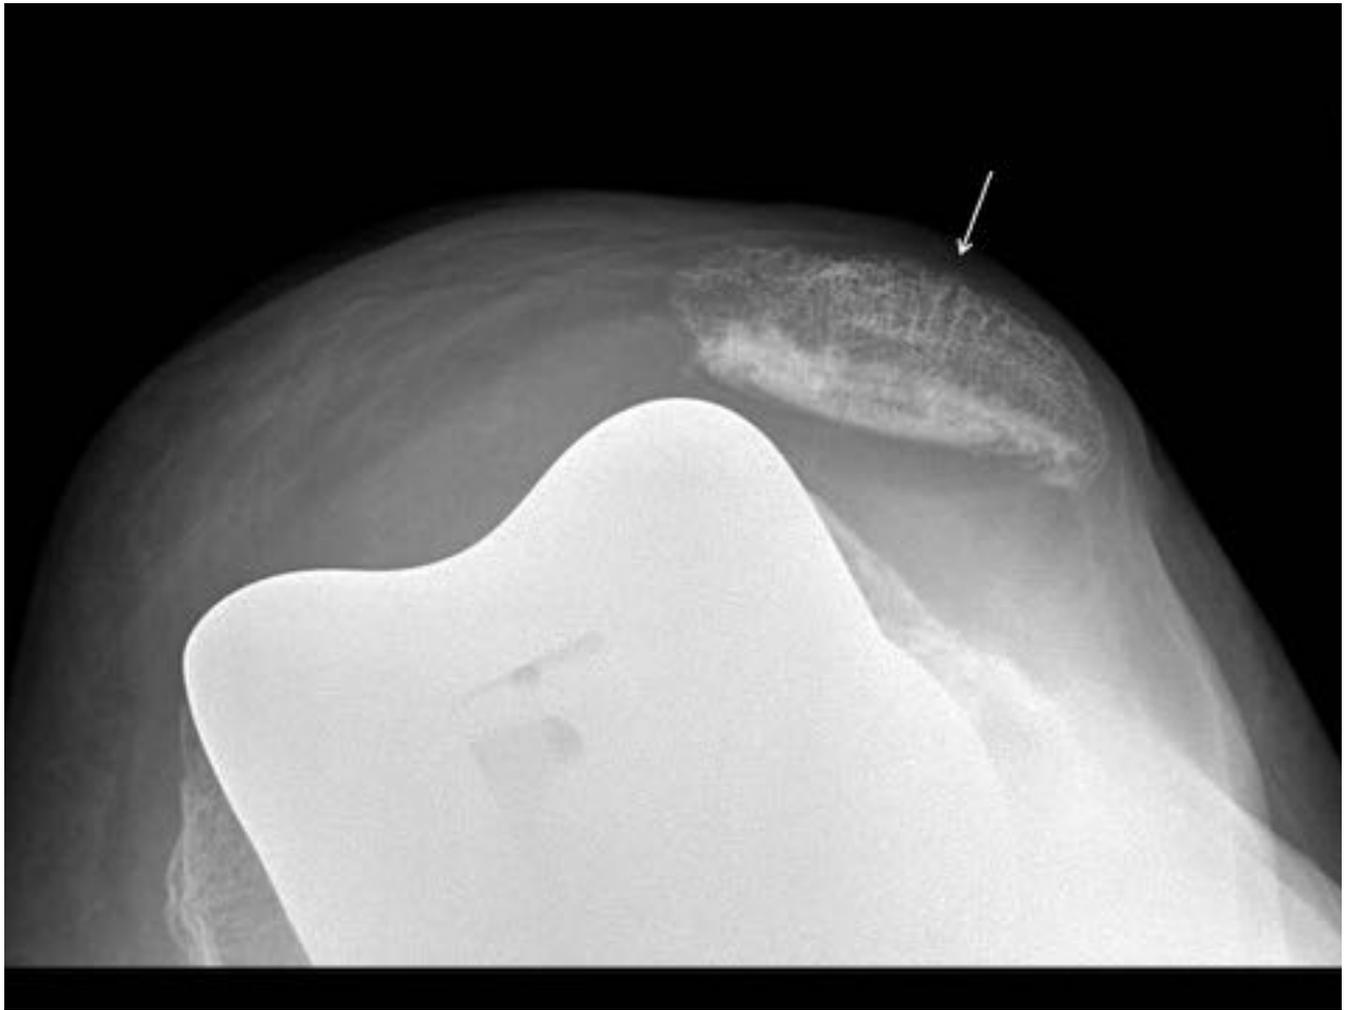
Patela con botón protésico cementado: luxación lateral. Mujer de 87 años, 4 años después de la artroplastia total de rodilla. La radiografía axial muestra un botón patelar cementado desplazado lateralmente en la flexión (flecha).
